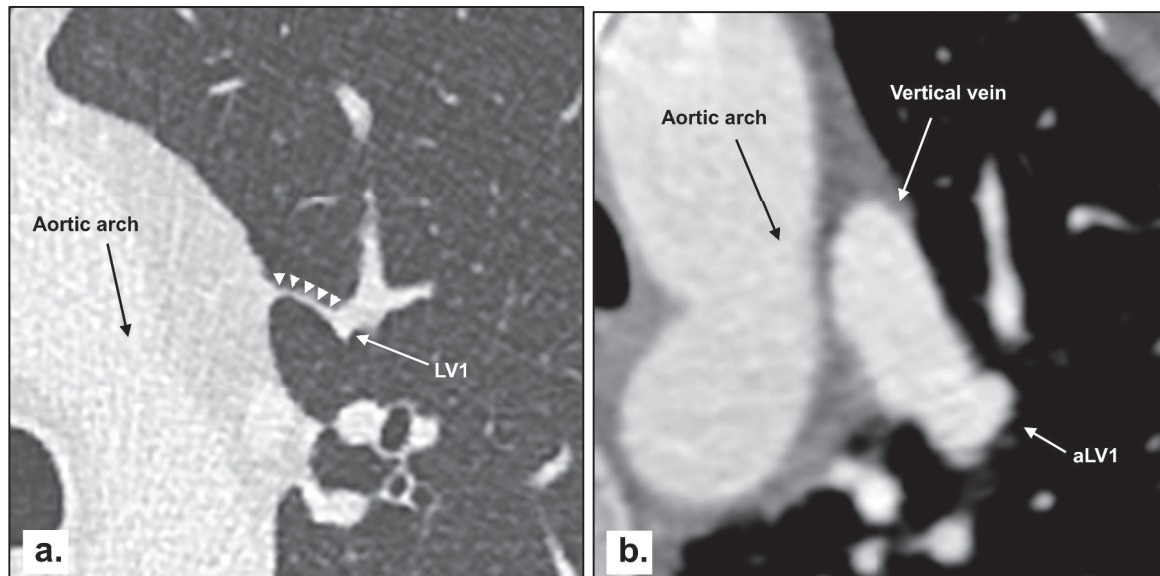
Transverse CT section obtained at the level of the apico-dorsal bronchi (lung image; magnified view). Note the presence of a thin, linear hyperattenuating structure (arrowheads) linking LV1 to the mediastinum. The mediastinal attachment of the superior pulmonary ligament is in the vicinity of the aortic arch.
